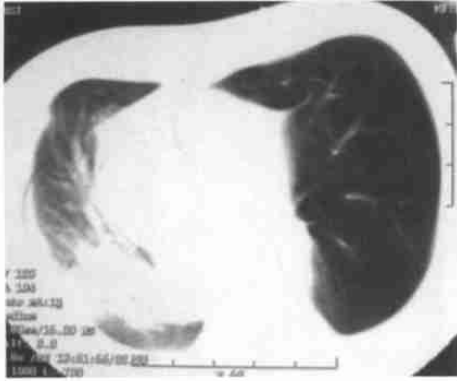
先天性大叶性肺气肿CT平扫, 肺窗图像, 可见左肺叶膨胀, 透亮度增加, 内可见稀少纤细肺纹理。纵隔心脏向右侧推移。
